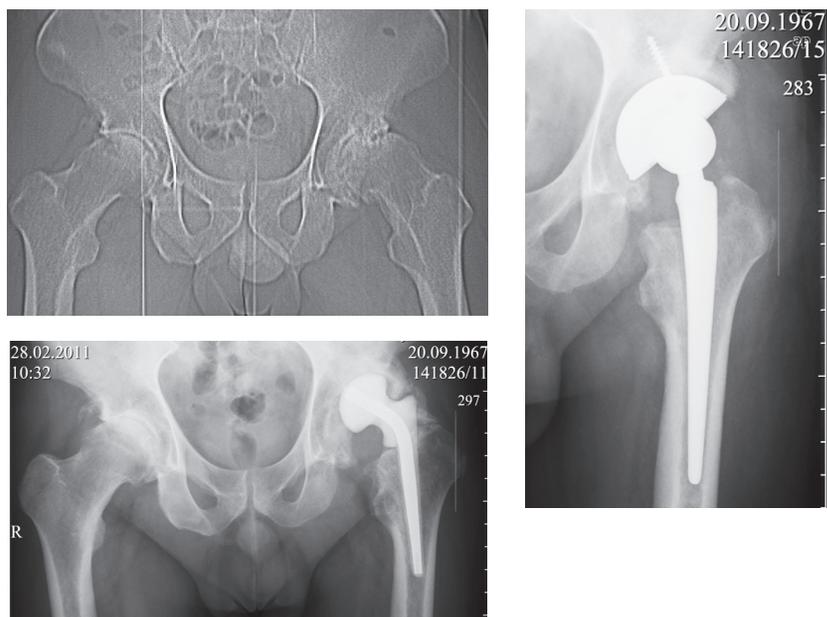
Рентгенограммы пациента Б. 43 лет на этапах лечения.
